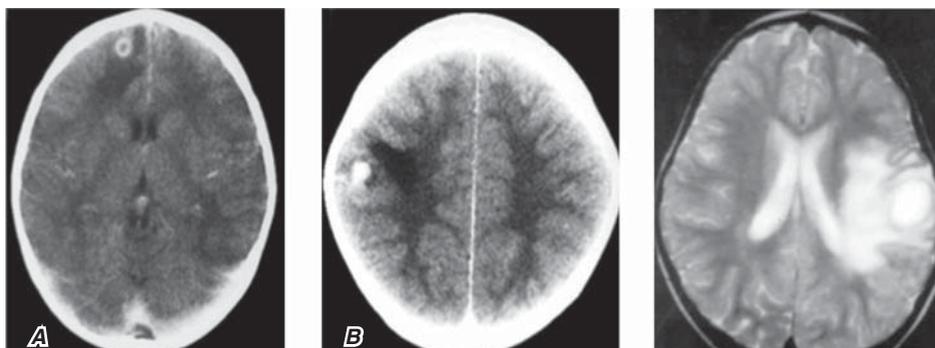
A) Se observa un tuberculoma frontal derecho, con un patrón de imagen de los más comunes. B) Se observa también un tuberculoma, pero con un patrón de imagen no muy usual, el cual es secundario a presentar una necrosis mínima. En la imagen de resonancia magnética nuclear se observa un absceso tuberculoso en secuencia T2.
